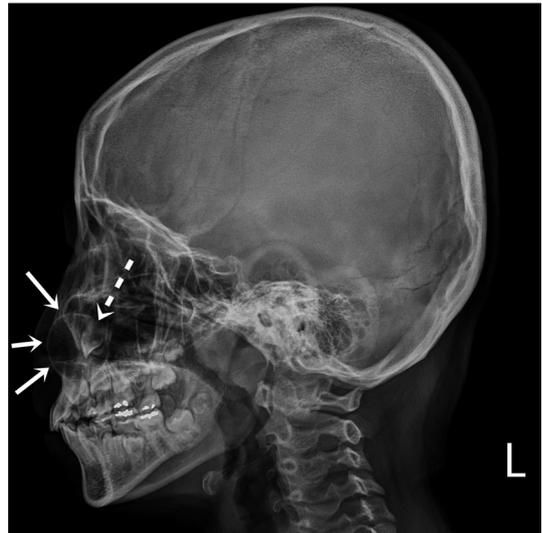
Simple skull X-ray image shows a well-defined, round radiolucent lesion (white full line arrow) and unerupted tooth (white dotted line arrow).
